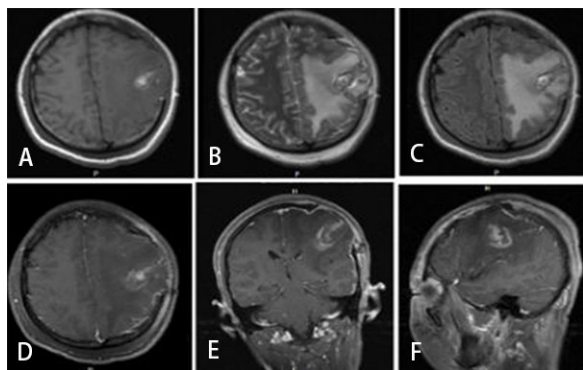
左额顶叶间质性血管周细胞瘤术前 MRI 表现
